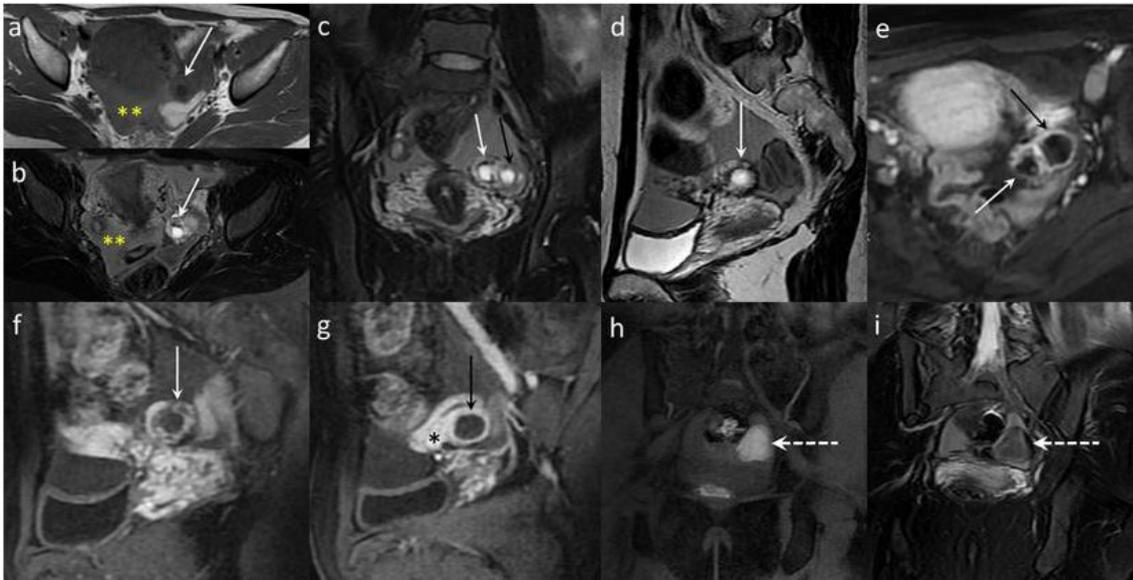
Diagnósticos de Embarazo Ectópico tomados mediante resonancia magnética.
